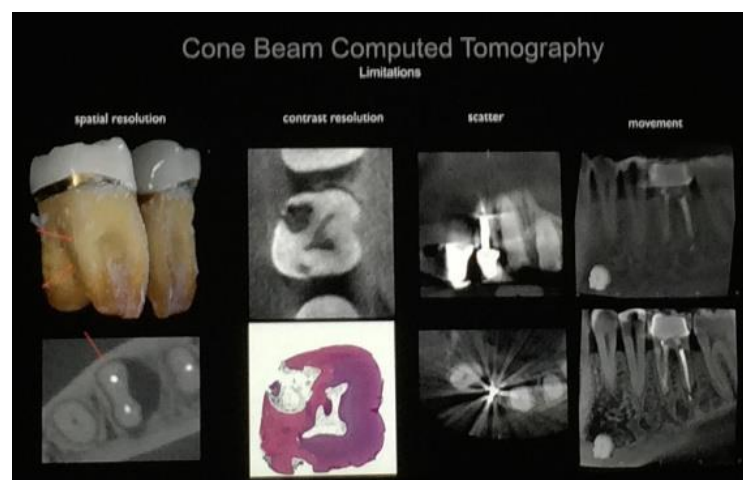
Limitaciones de la CBCT
